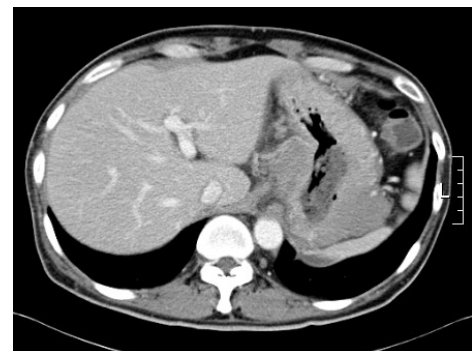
Abdominal CT shows diffuse gastric wall thickening with perigastric and para-aortic lymphadenopathy.
